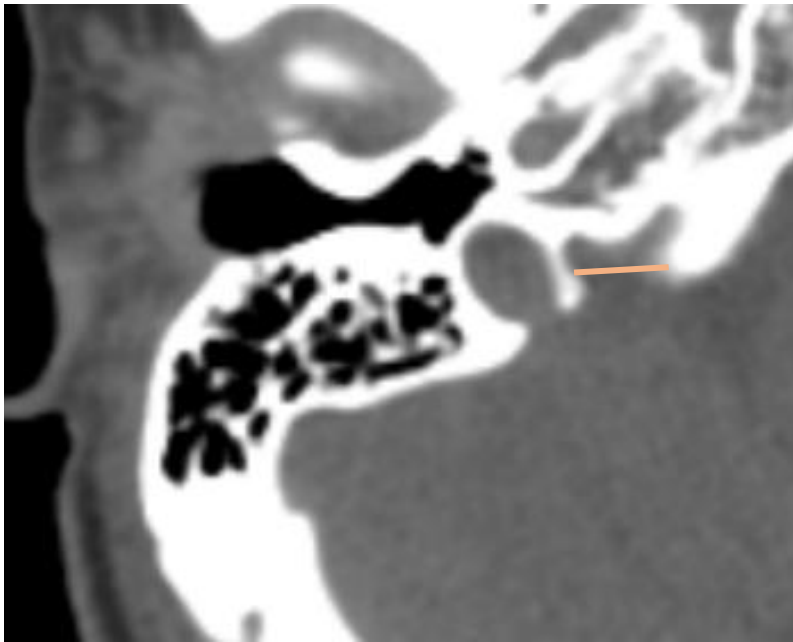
Imagen de tomografía de cráneo en corte axial, en dónde se demuestra la medida tomada para el Diámetro de la pars nervosa: Diámetro desde el bulbo yugular hasta el clivus. Paciente con septo del foramen yugular como variante anatómica.
